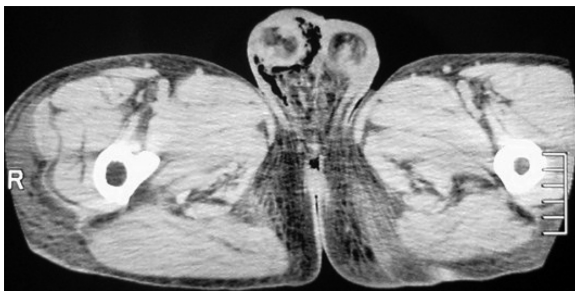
CT revealing subcutaneous air in the scrotum.
